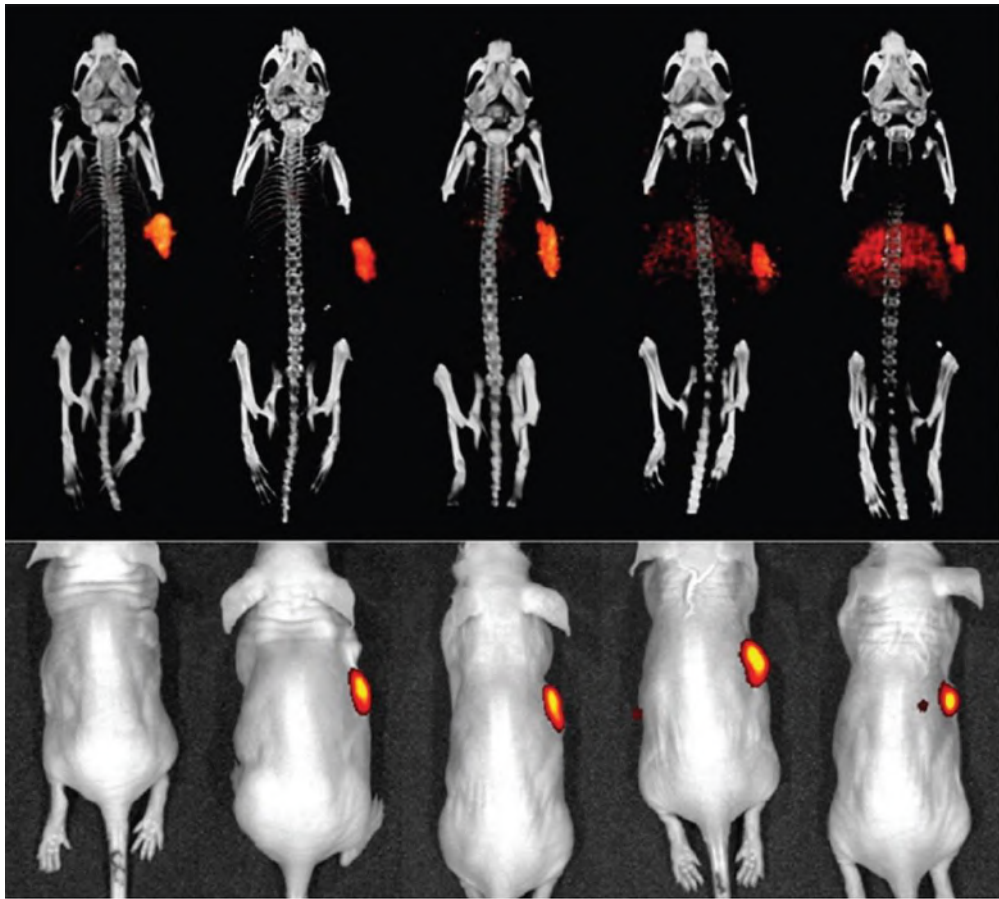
SPECT - зображення (вгорі) та флуоресцентні зображення (внизу) мишей із пухлинами SK-RC-52 на правому боці через 48 годин після ін'єкції ^{111}In -DTPA-girentuximab-IRDye 800CW із співвідношенням заміни барвника до антитіла 0,1 , 1,5, 2 і 3 (зліва направо) [18].
